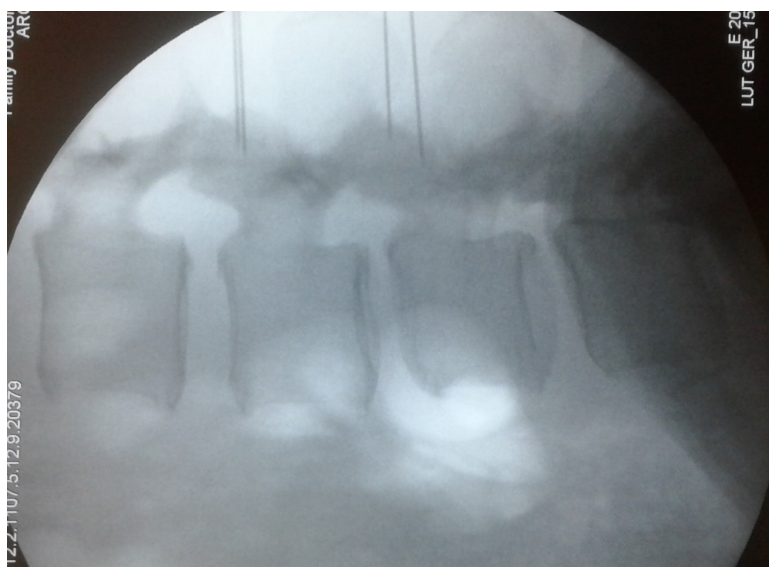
Рентгенография ПОП. Проведение денервации ДОС
